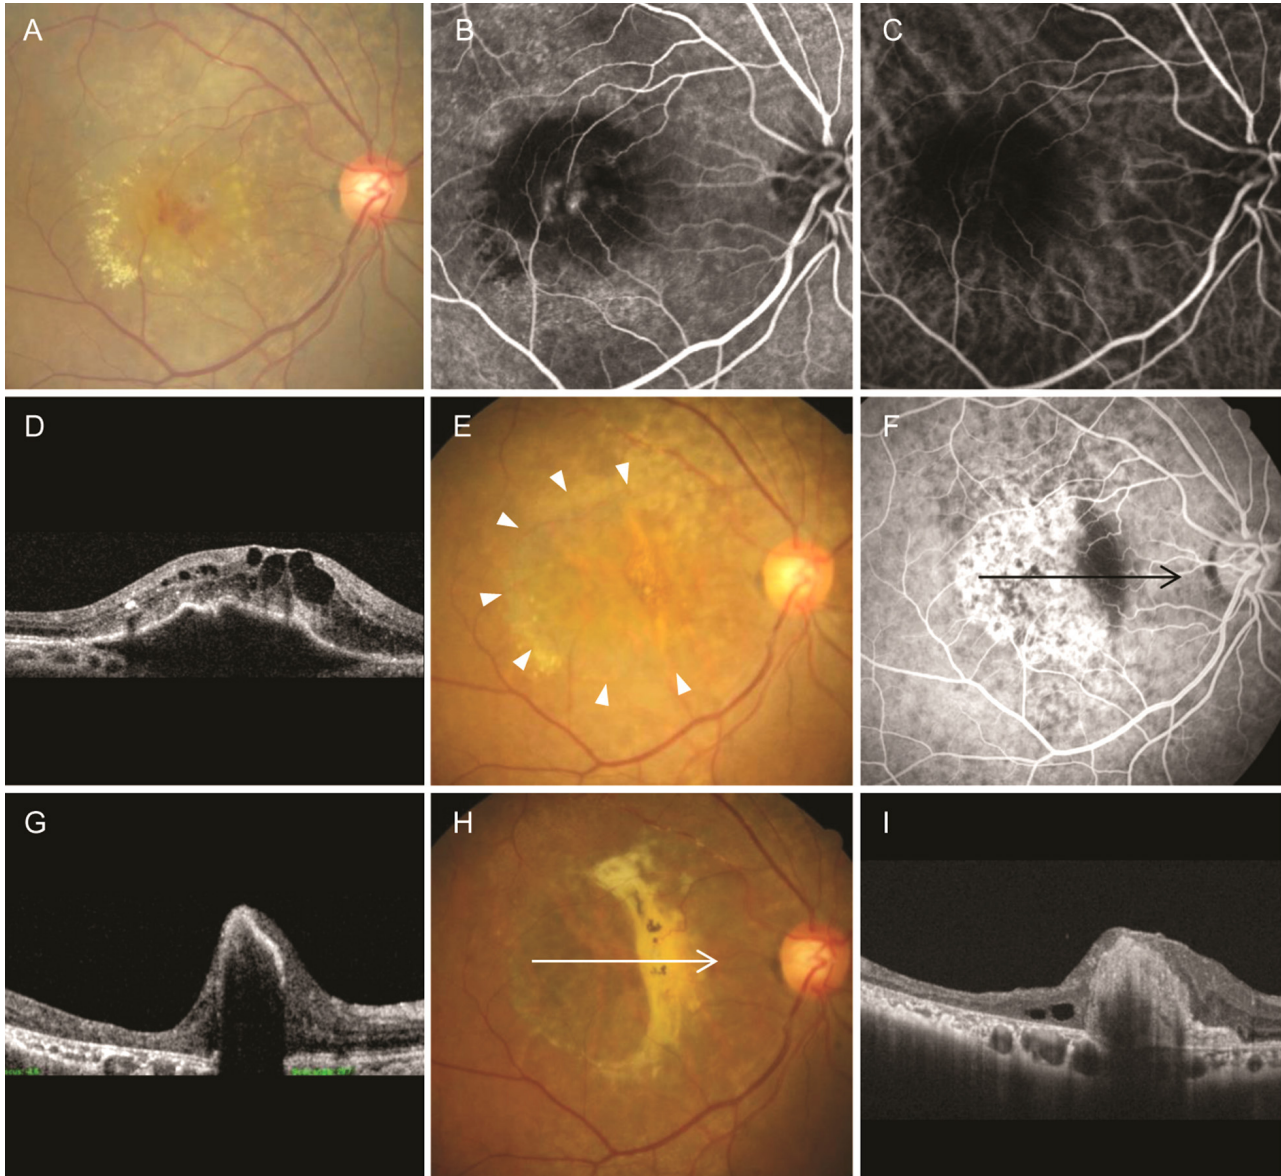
Fundus photography, fluorescein angiography, indocyanine-green angiography, and optical coherence tomography findings in a 71-year-old patient with retinal angiomatous proliferation. In this patient, retinal pigment epithelial tear was developed 1 month (A, B, C, D) following 3 monthly ranibizumab injections (E, F, G). The best-corrected visual acuity (BCVA) 1 month before the retinal pigment epithelial tear was 0.1. The BCVA decreased to 0.02 when retinal pigment epithelial tear was developed. The patient was treated with 2 additional intravitreal bevacizumab injections. At 45 months (H, I), the BCVA was measured as counting finger. Arrow in figure F and H indicates optical coherence tomography line (figure G and I, respectively). Arrowheads in figure E indicate the extent of RPE tear. RPE = retinal pigment epithelial.
